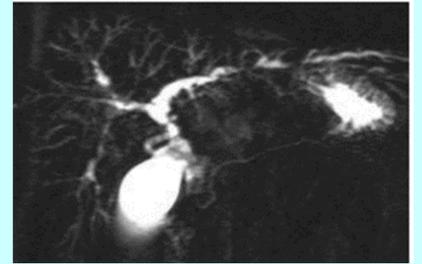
Colangioresonancia de una colangitis esclerosante primaria. Zonas con estenosis y zonas con dilatación de las vías biliares intrahepáticas- A. Parés (2011) (2)
